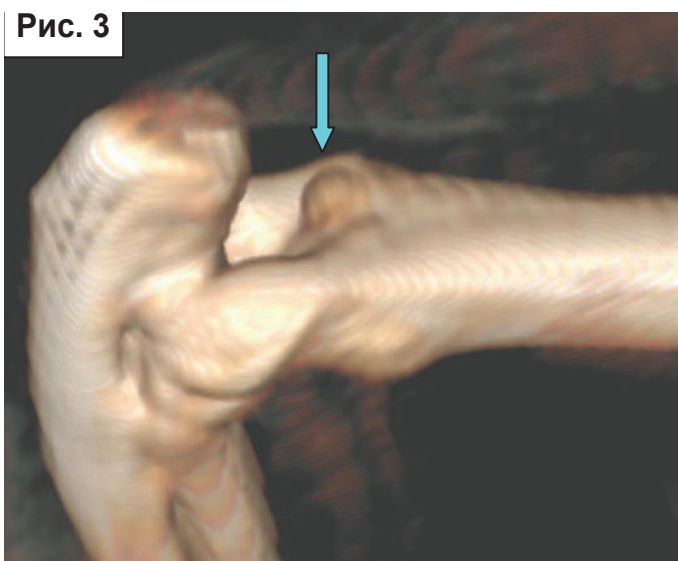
Періостальний кістковий екзостоз (позначено стрілкою) по задній поверхні метафіза плечової кістки. КТ-реконструкція суглоба кроля № 10
